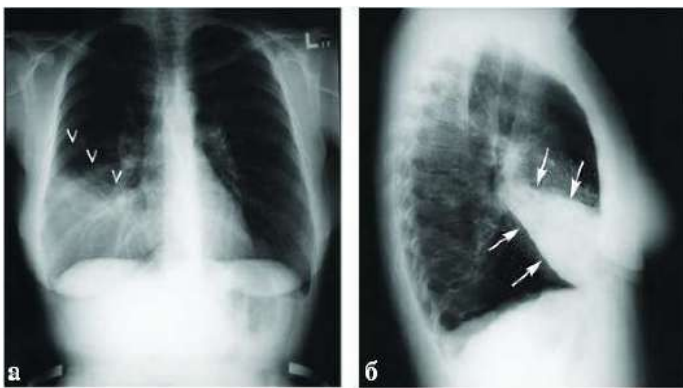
Рентгенограма при пневмонії середньої долі у двох проекціях
